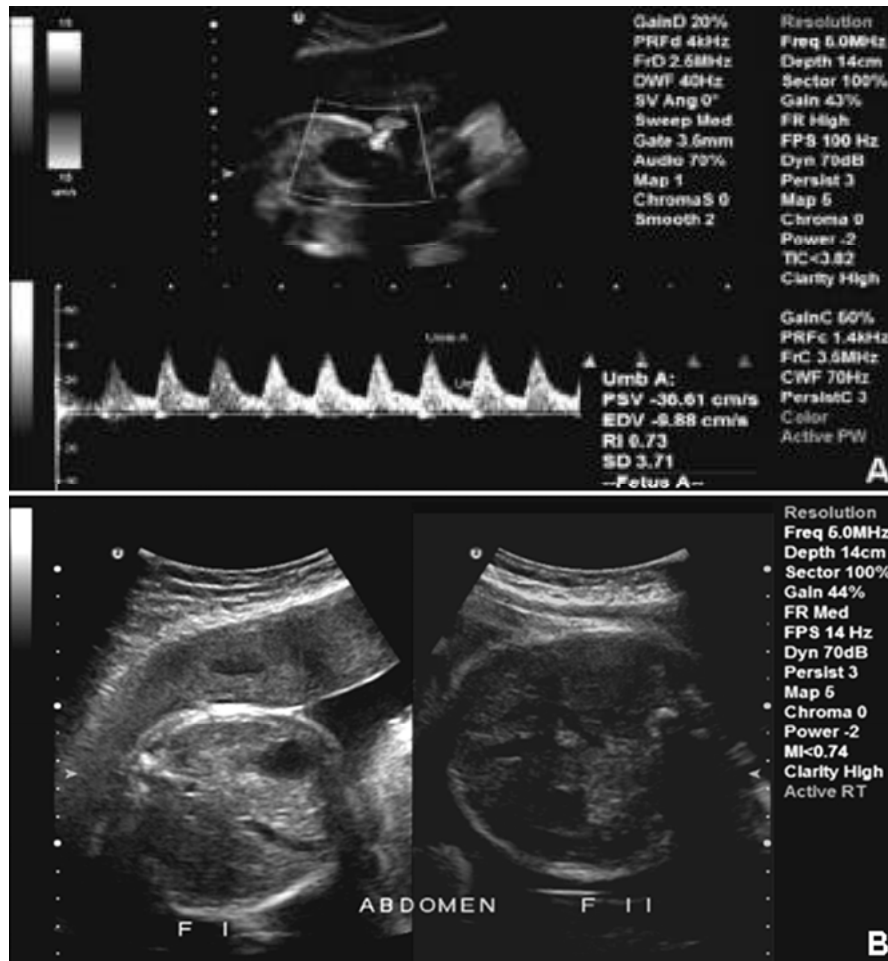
Obstetric ultrasound showing increased resistance of umbilical artery of fetus I (with OAVS) (A) and differences between the abdominal circumferences of the fetus I (OAVS) and II (normal) (B).
